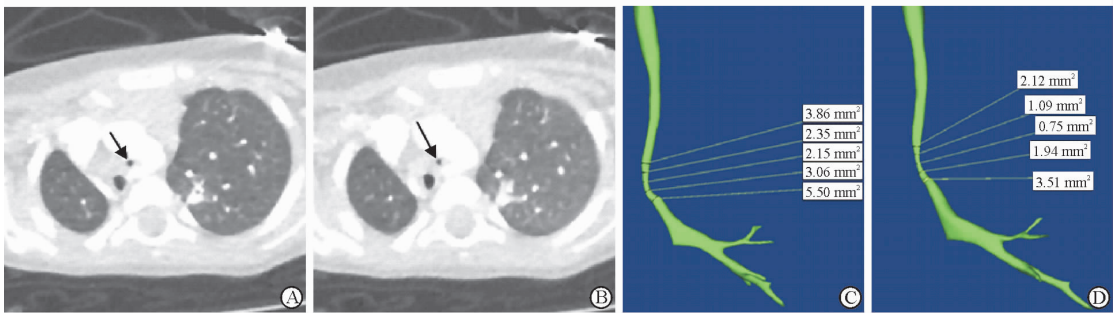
气管软化的 VHS CT 及气管分割重建图像
